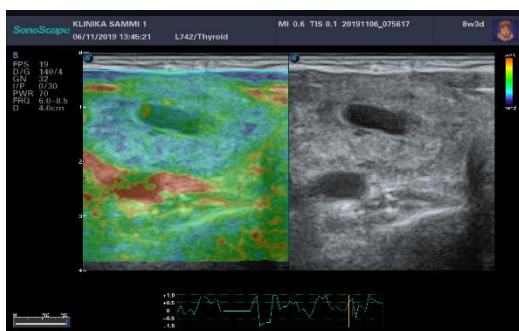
УЗИ ЩЖ. Узел левой доли ЩЖ. В левой доле ЩЖ определяется узловое образование объемом до 20 см³
